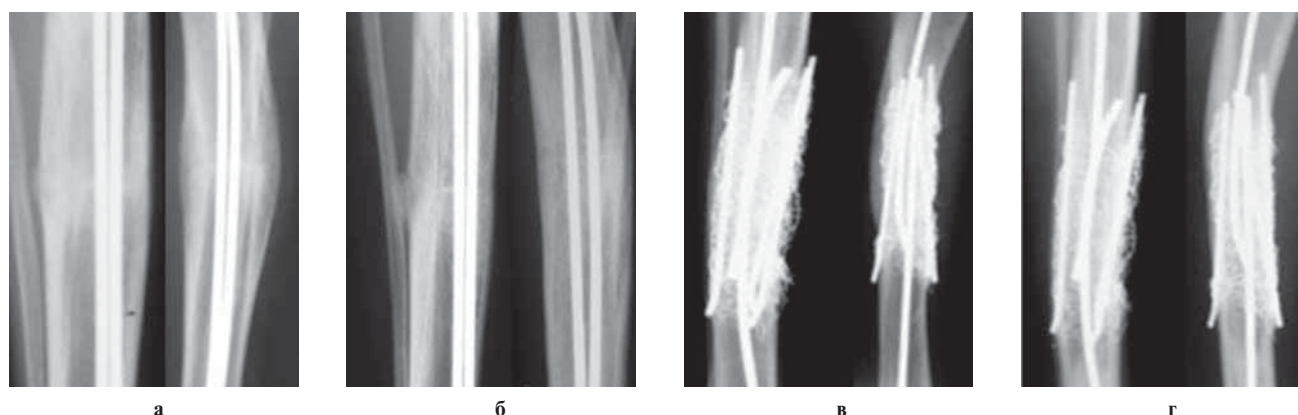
Фрагменты рентгенограмм: серия II (а, б), серия III (в, г).
